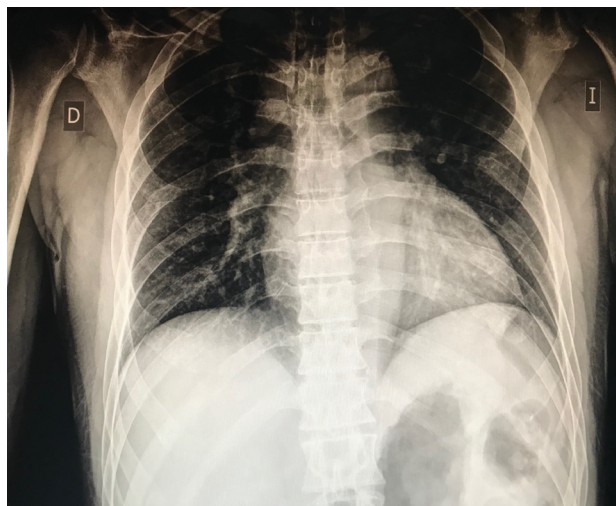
Fracturas costales en la radiografía de tórax.
